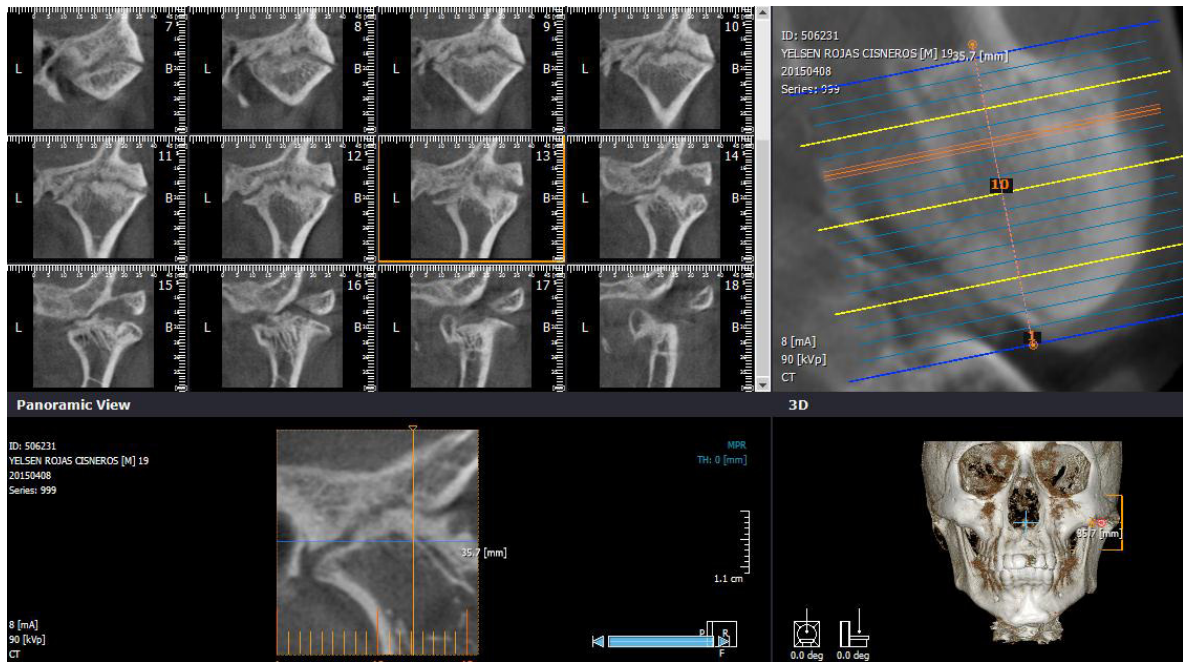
Imagenología. Cortes Paracoronaes de la ATM lado izquierdo; obtenida de la reconstrucción tomográfica Cone Beam.
